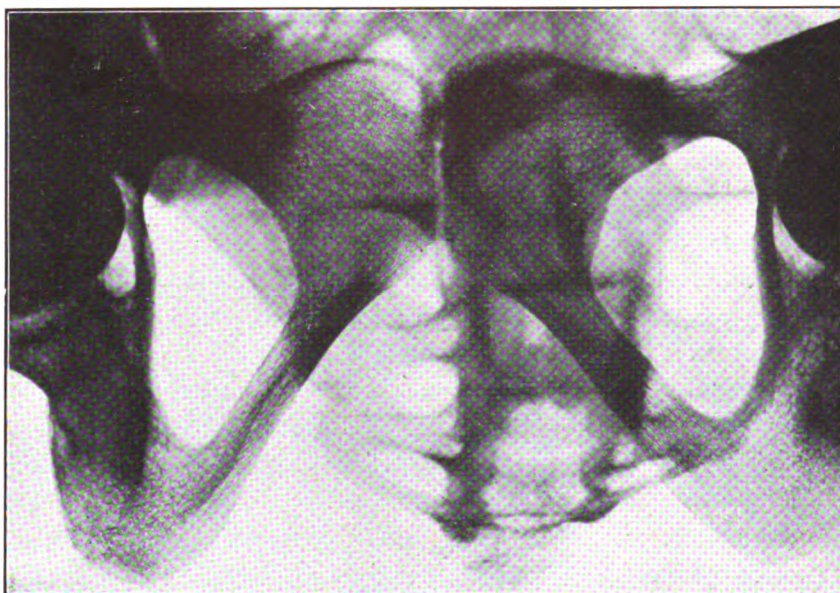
Radiographie du bassin sec, arcade pubienne sur plaque; rayon principal perpendiculaire à la plaque.
